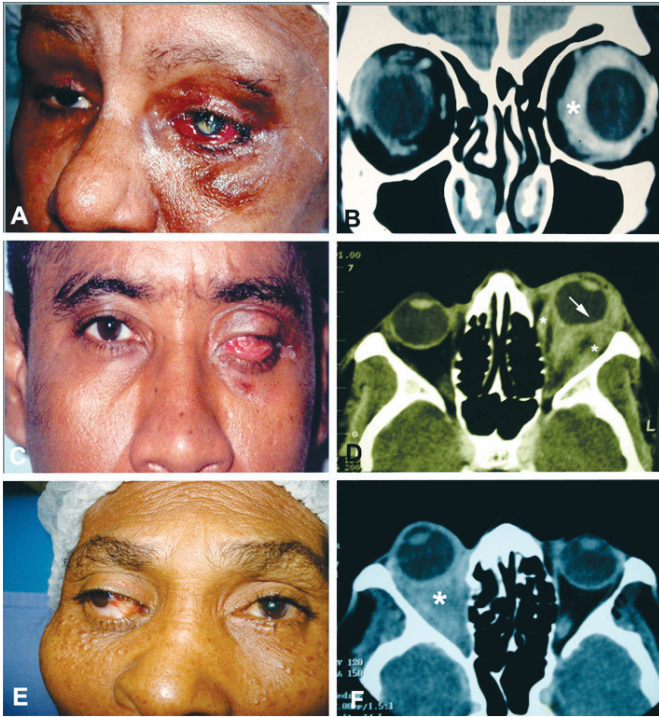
Caso 5A) Foto Clínica. Oftalmoplegia e ceratite de exposição a esquerda. B) Tomografia Computadorizada. Lesão hiperdensa envolvendo o globo ocular (asterisco); Caso 8 C) Foto Clínica. Olho gongelado com desvio para cima. D) Tomografia Computadorizada. Envolvimento orbitário com infiltração muscular (asteriscos) e intraconal. Notar retificação de esclera (seta); Caso 6 E) Foto Clínica. Exoftalmia e oftalmoplegiaa direita. F) Tomografia Computadorizada. Infiltração difusa de órbita (asterisco).
